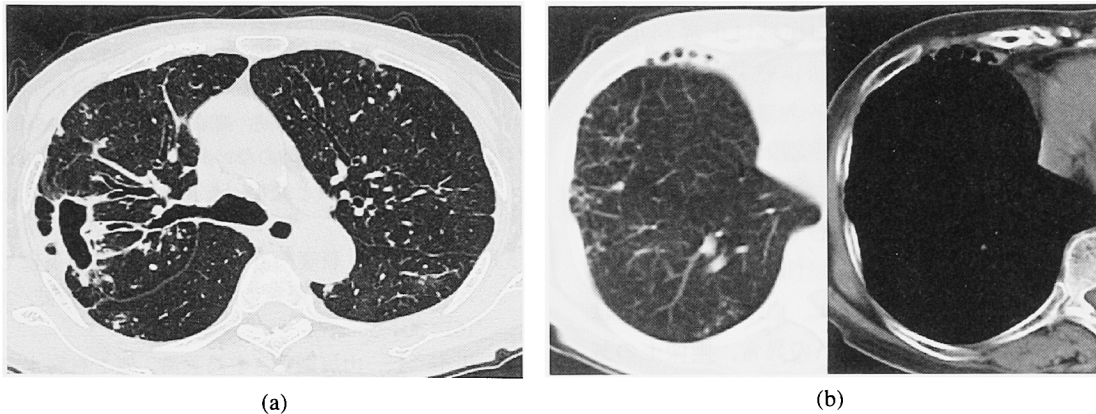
Chest CT in four months after anti-mycobacterium therapy (2004. 10)
